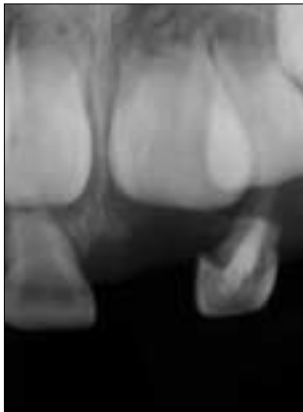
Periapical view after 11 months follow-up. Upper left permanent central incisor with slight root malformation.
